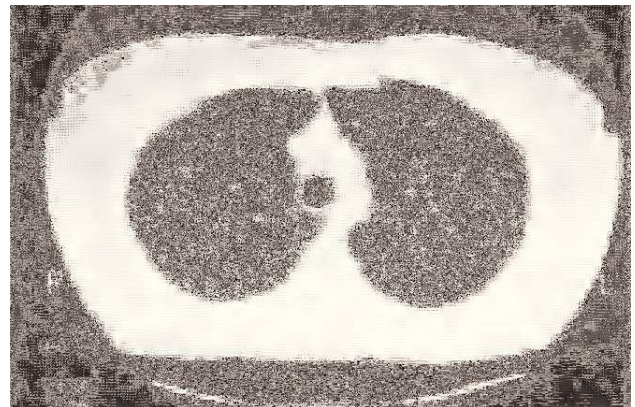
Tomografía computarizada de tórax: patrón micronodular bilateral y adenopatías mediastínicas.
